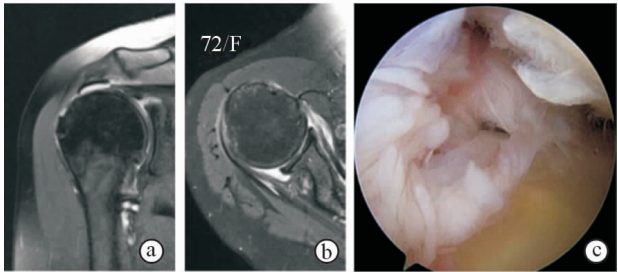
肩胛下肌撕裂缝合修复 a. 术前冠状面 MRI 影像显示冈上肌肩袖巨大撕裂合并肩胛下肌撕裂 b. 术前水平面 MRI 影像显示肩胛下肌和肱二头肌长头腱向内回缩严重 c. 关节镜下肌腱张力不大,可行修补手术
